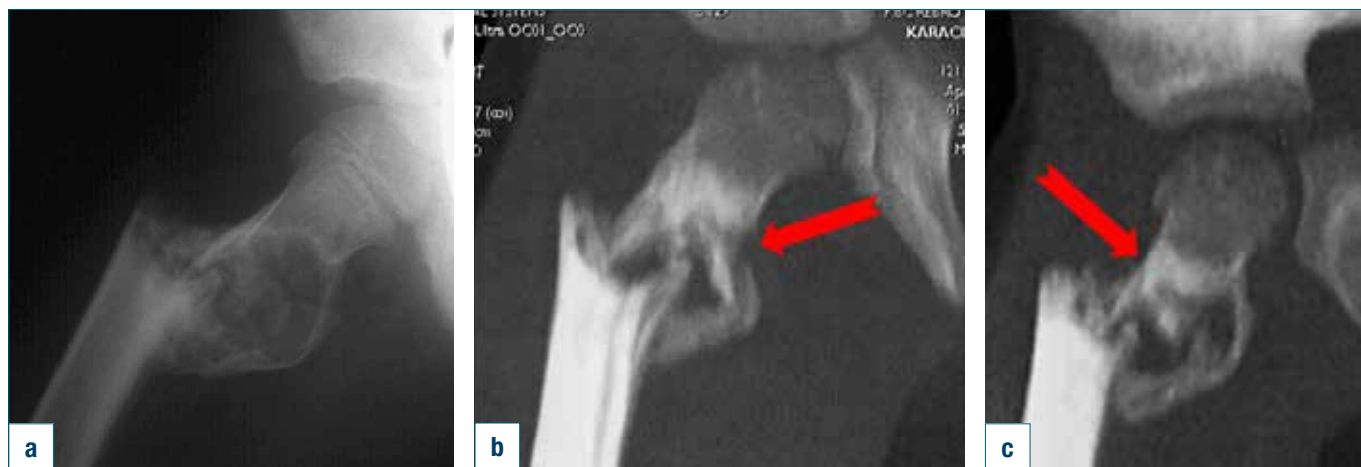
a) Radiograph presenting subtrochanteric pathologic fracture of proximal femur involving femoral neck in some part. PF in a boy of seven year of age occurred after Scagletti procedure and no restriction of weight-bearing (not recommended). b-c) Computerized tomography of PF for better visualization of displacement and rotation of fragments.
